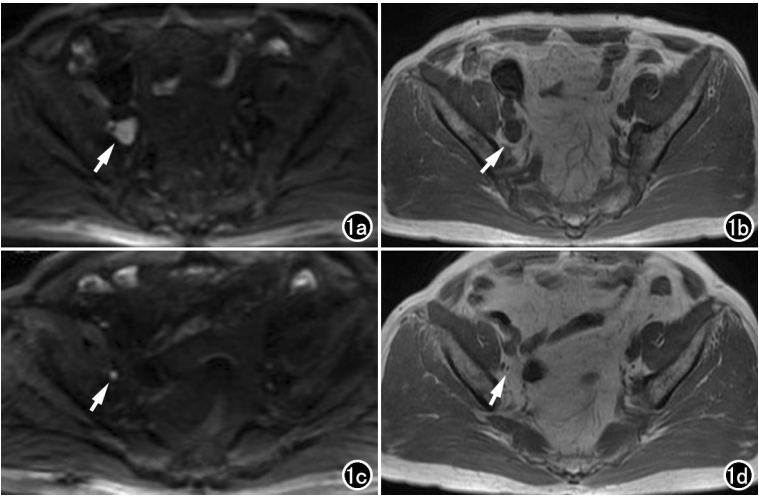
淋巴结转移治疗反应评估(RECIST v1.1)。男,52 岁,前列腺癌,盆腔肿大淋巴结治疗后部分缓解(PR)。a、b)2018 年 8 月治疗前 DWI(b=800s/mm²)及 T₁WI 图像示右侧髂外肿大淋巴结(箭),长径为 22.19mm。c、d)2019 年 10 月前列腺癌治疗一年后,DWI 及 T₁WI 图像示原右侧髂外肿大淋巴结减小(箭),长径为 6.33 mm。目标病灶的长径值减少 15.86mm,超过 30%,符合 PR。
